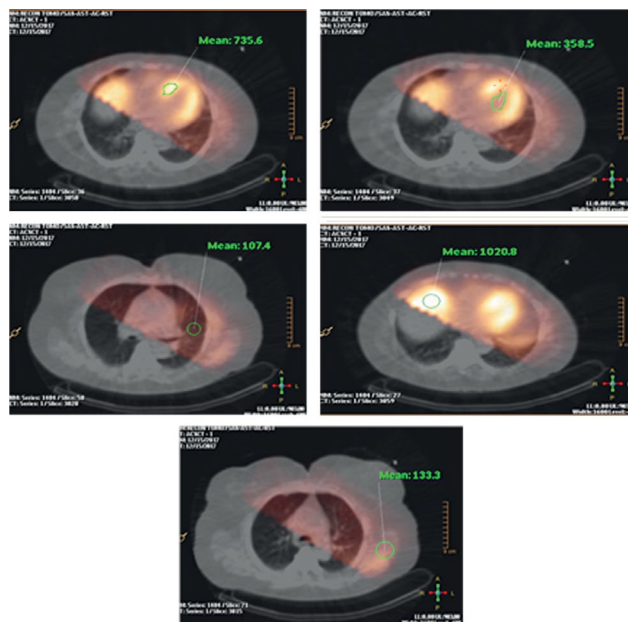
Клинические данные. Относительные значения (импульс/воксель) накопления радиофармпрепарата ^{99m}Tc -МИБИ в органах грудной клетки пациента. Изображения получены при обследовании пациента методом однофотонной эмиссионной компьютерной томографии, совмещённой с компьютерной томографией, на установке Philips BrightView XCT в Федеральном государственном бюджетном учреждении «Национальный медицинский исследовательский центр кардиологии имени академика Е.И. Чазова» Министерства Здравоохранения Российской Федерации.
